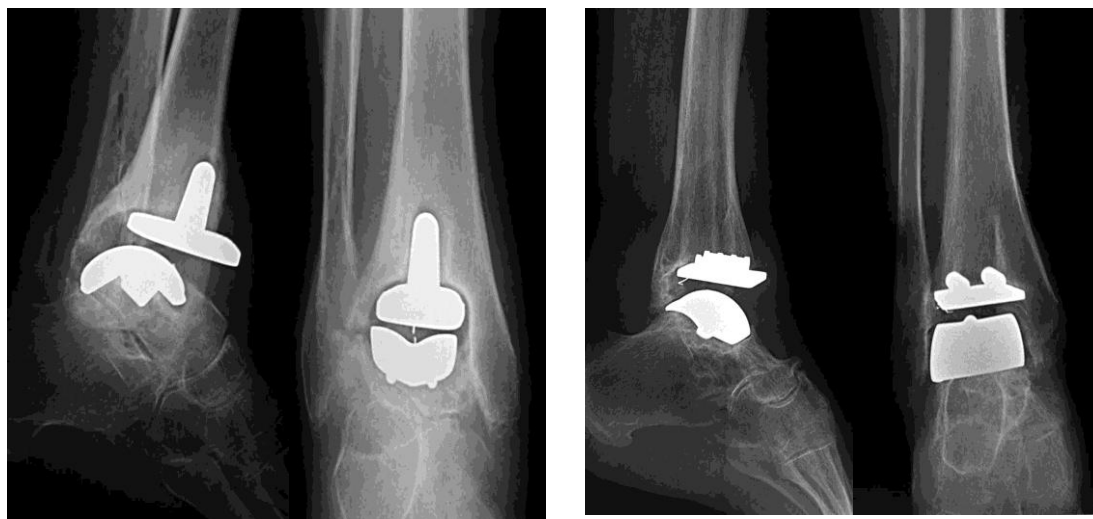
Признаки нестабильности компонентов на рентгенограммах через три года после выполненных операций: а – миграция большеберцового компонента книзу и кнаружи с наличием рентгенопрозрачной линии на границе кость-имплантат и кистовидной перестройкой костной ткани в области медиальной лодыжки после установки эндопротеза Mobility (De Puy) у больной Х., 52 года; б – наличие рентгенопрозрачных линий на границе большеберцового компонента протеза Mobility (DePuy) у больной К., 38 лет
